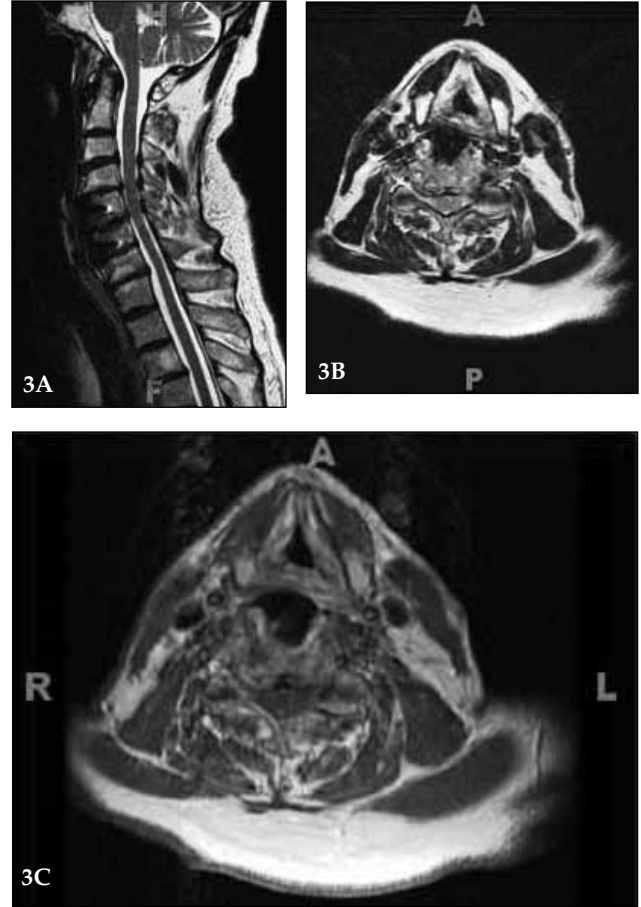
A) T2 ağırlıklı sagittal MRG'de spondiloz bulguları, C5-6'da sağ ağırlıklı disk hernisine bağlı korda bası, spinal stenoz ve kordda fokal hiperintens alan, Kontrastlı B) sagittal ve C) aksiyel MRG'de C5-6 düzeyinde kordun sol tarafında kontrast tutan yaklaşık 1 cm çapında lezyon izlenmektedir.
